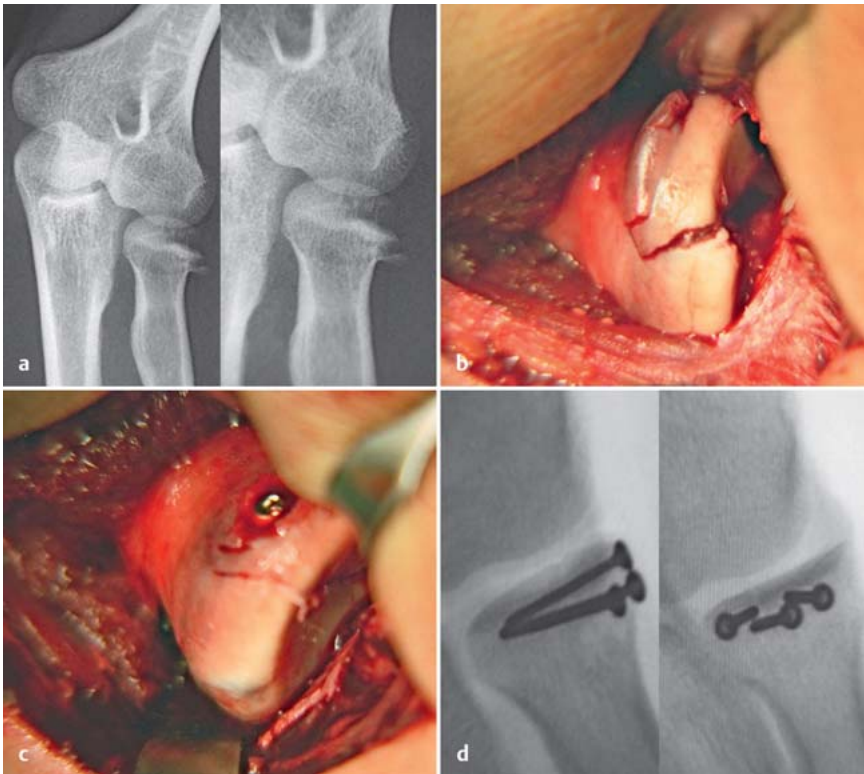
a bis d Unfallbild (a), intraoperativer Situs vor (b) und nach (c) osteosynthetischer Versorgung, postoperatives Röntgenbild (d).
